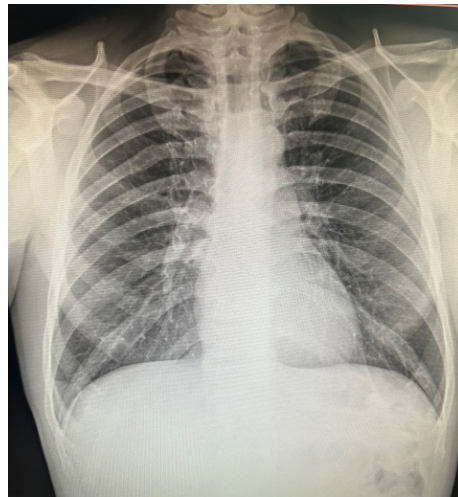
Рентгенографія органів грудної клітки пацієнта Л.
